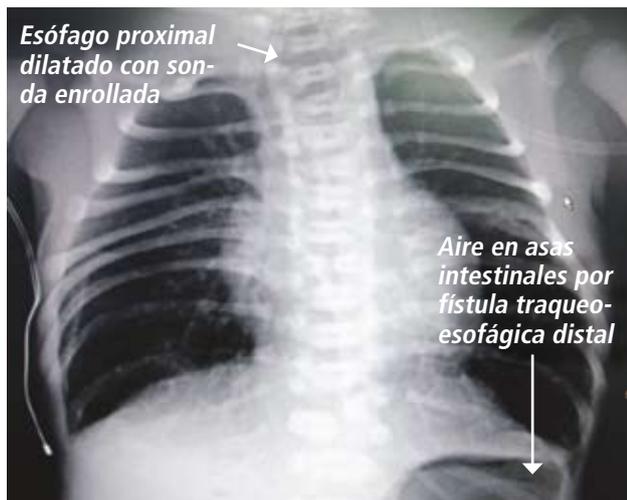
Radiografía diagnóstica de atresia esofágica con fístula distal.
